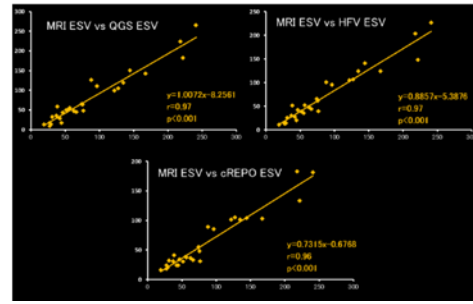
MRI vs ソフトウェアの比較(ESV)
